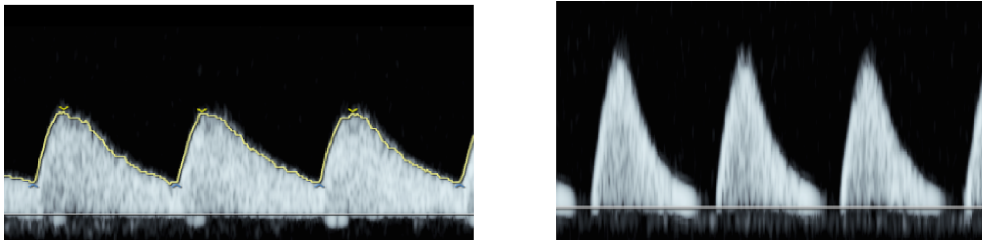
Umbilical arteries examined by transabdominal Doppler waveform. (a) Normal diastolic flow. (b) Absence of end-diastolic flow.
